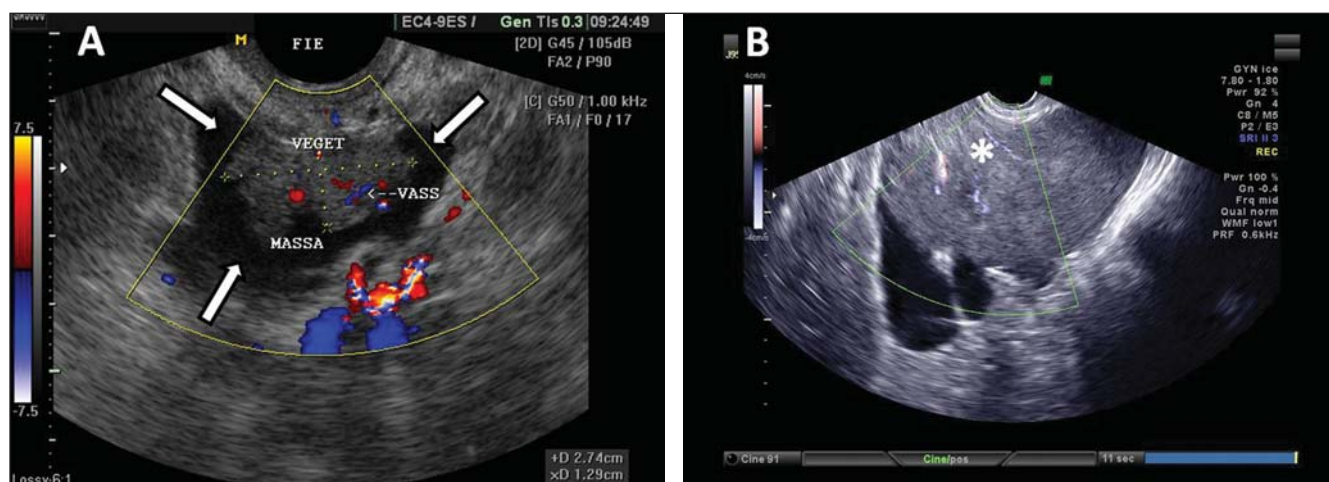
Cistoadenocarcinoma. A: USTV evidenciando imagem tipicamente suspeita de malignidade – massa heterogênea em região de fossa ilíaca esquerda (setas), de contornos irregulares, conteúdo ecogênico heterogêneo, com Doppler evidenciando vascularização no componente sólido da massa. B: USTV mostrando, também, massa ecogênica complexa, com Doppler colorido evidenciando vascularização no componente sólido da massa (asterisco).
